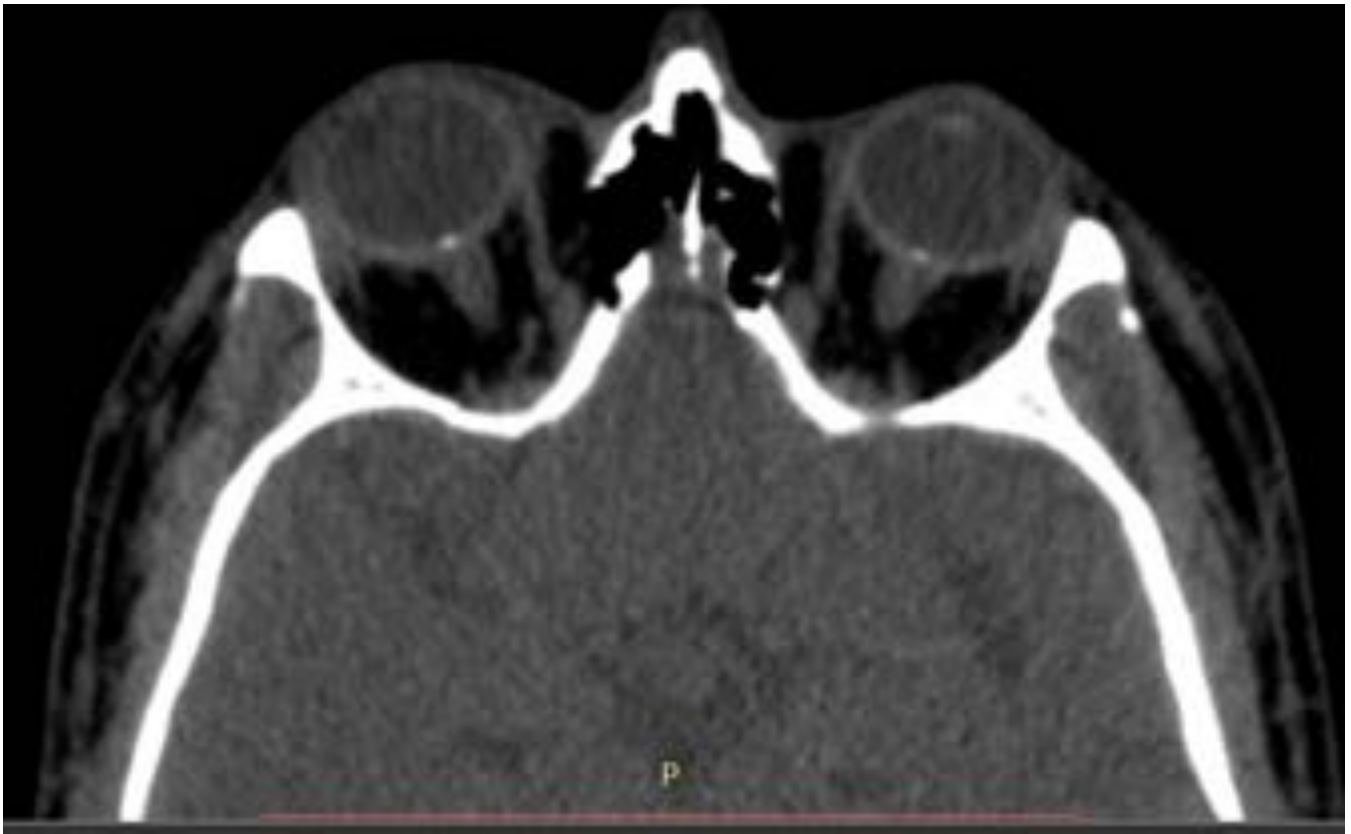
Drusas maculares. Corte axial de TC de cráneo sin CIV en una mujer de 49 años, en el que se observa calcificaciones puntiformes en ambos nervios ópticos en relación con drusas.
